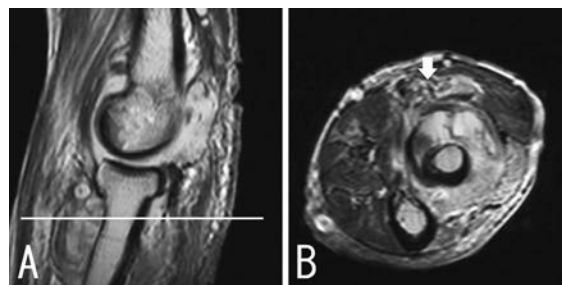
左肘MRI矢状断像(A)、横断像(B)。右肘と同様、滑膜炎のため橈骨の前方で橈骨神経が前方へ圧排されている(矢印)。
